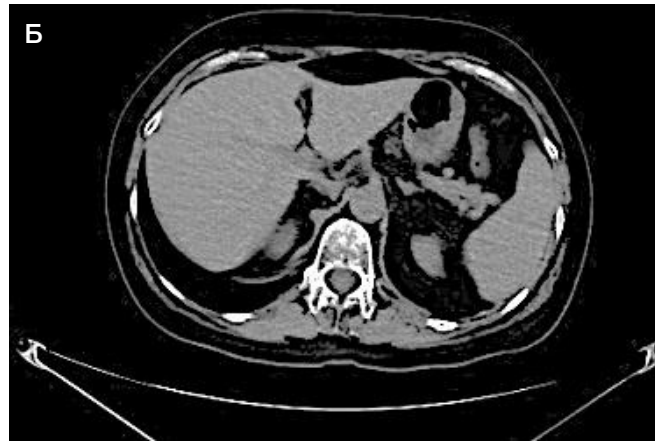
А, Б. Компьютерная томография брюшной полости от 03.10.2023. Метастатические очаги в печени в настоящее время четко не визуализируются с 01.03.2023 (положительная динамика)
